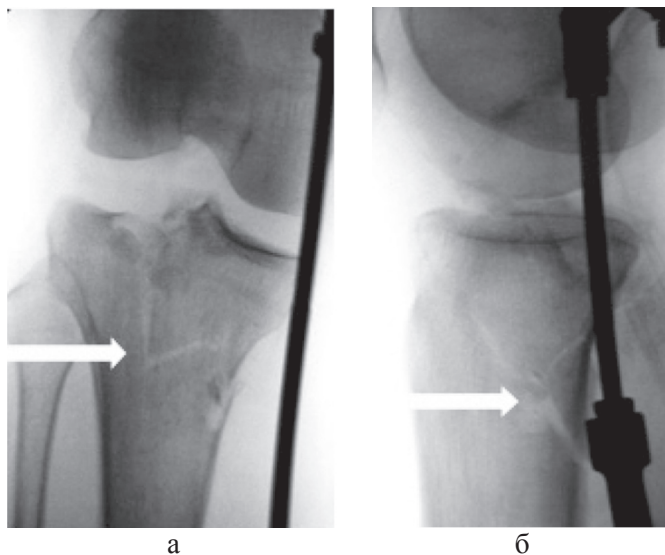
Рентгенограммы правого коленного сустава больной Г., 57 лет, в прямой (а) и боковой (б) проекциях при поступлении: отмечается перелом наружного и внутреннего мыщелков правой большеберцовой кости; имеется метадиафизарная диссоциация (показана стрелкой), свидетельствующая о VI типе перелома по классификации J. Schatzker
